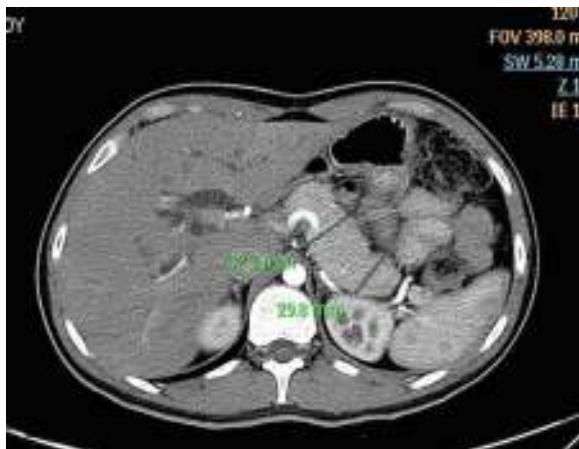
Corte axial de TC de abdomen que muestra engrosamiento difuso de cuerpo y cola de páncreas.
